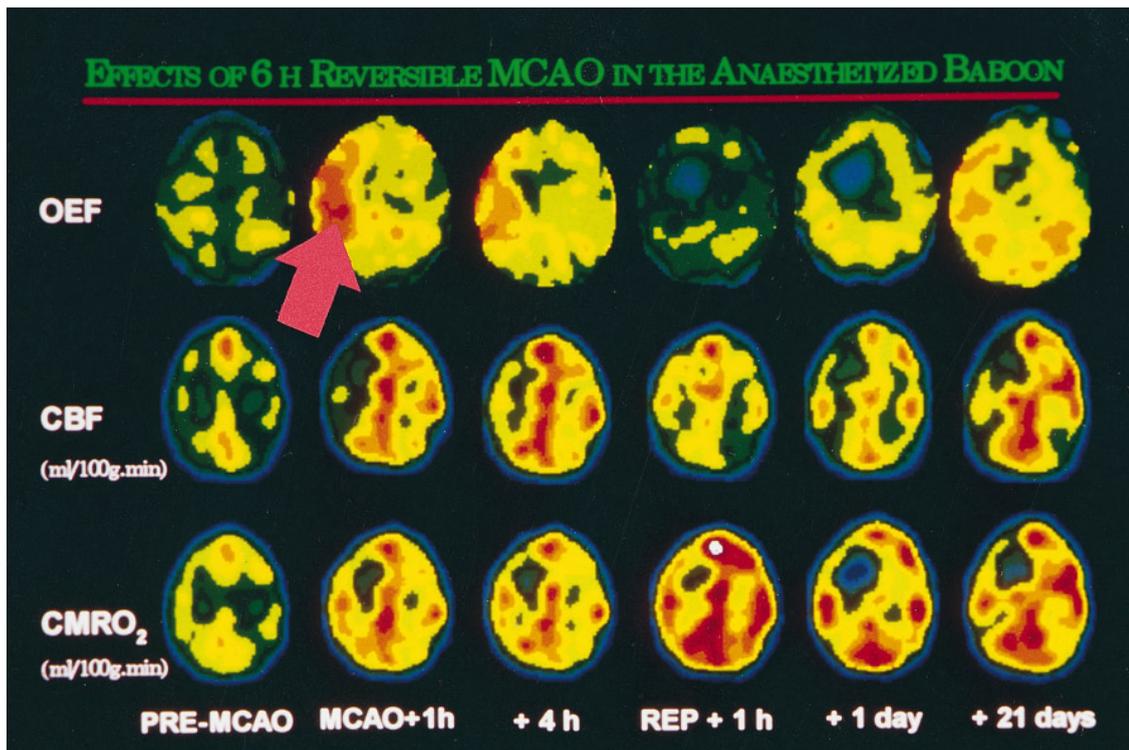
▲ Dieses Beispiel der Arbeitsgruppe des PET-Zentrums aus Caen, Frankreich [57], zeigt den zeitlichen Ablauf für den CBF, die $CMRO_2$ ("cerebral metabolic rate of oxygen", zerebraler Sauerstoffmetabolismus) und die OEF ("oxygen extraction fraction", Sauerstoffausschöpfungsrate) unter Okklusion (MCAO) und Reperfusion (REP). Es findet sich hier eine kortikale Penumbrazone unter Ischämie (Pfeil), die sich später unter Reperfusion vollständig normalisiert, und eine Basalganglienregion, die letztendlich im erloschenen Metabolismus und Nullfluß endet. Die Pseudofarbenskala geht von schwarz (0) nach rot (hohe Werte). CBF und $CMRO_2$ sind in ml/100 g/min gemessen. (Diese Abbildung wurde dem Autor freundlicherweise von Dr. Alan R. Young, Cyceron, Caen, France, im Rahmen der Zusammenarbeit „Microvascular changes in areas of different PET metabolic rates after experimental ischemic stroke“ überlassen [57])
